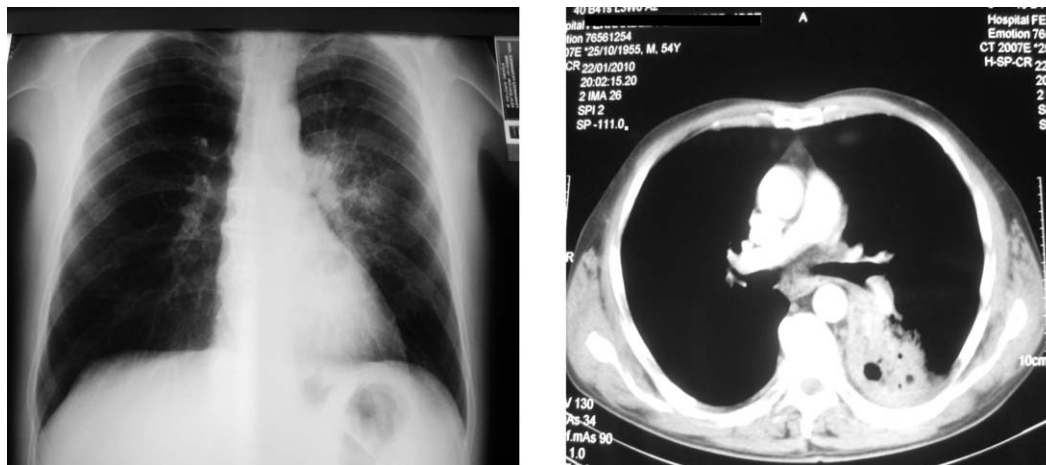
Radiografía de tórax y tomografía computarizada de tórax en las que se aprecia la presencia de una consolidación con cavitaciones en su interior, localizada en el lóbulo inferior izquierdo.
